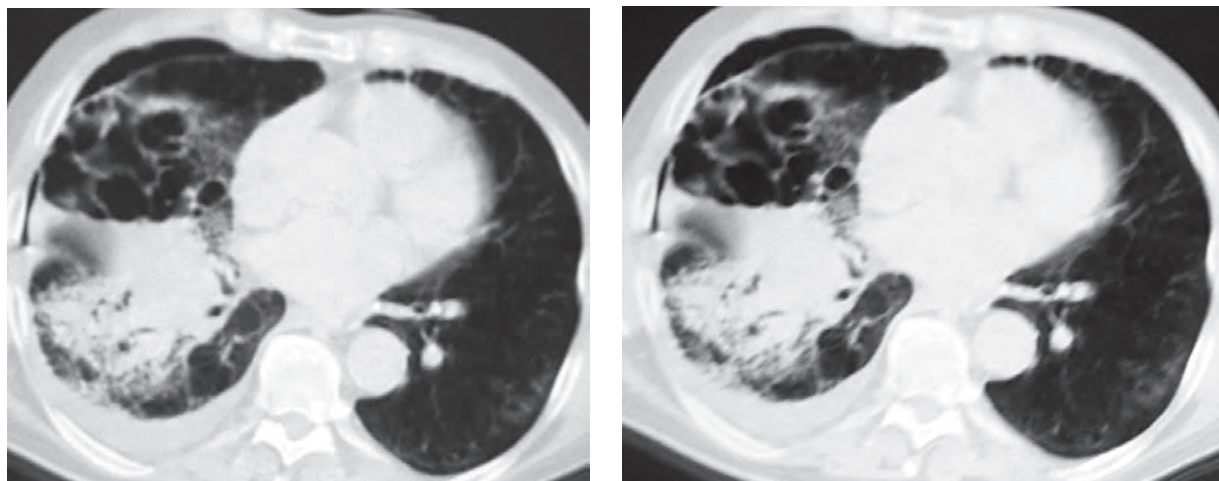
Рентгенограмма больного, 47 лет. Гангрена верхней доли правого легкого, легочно-плевральная полость
